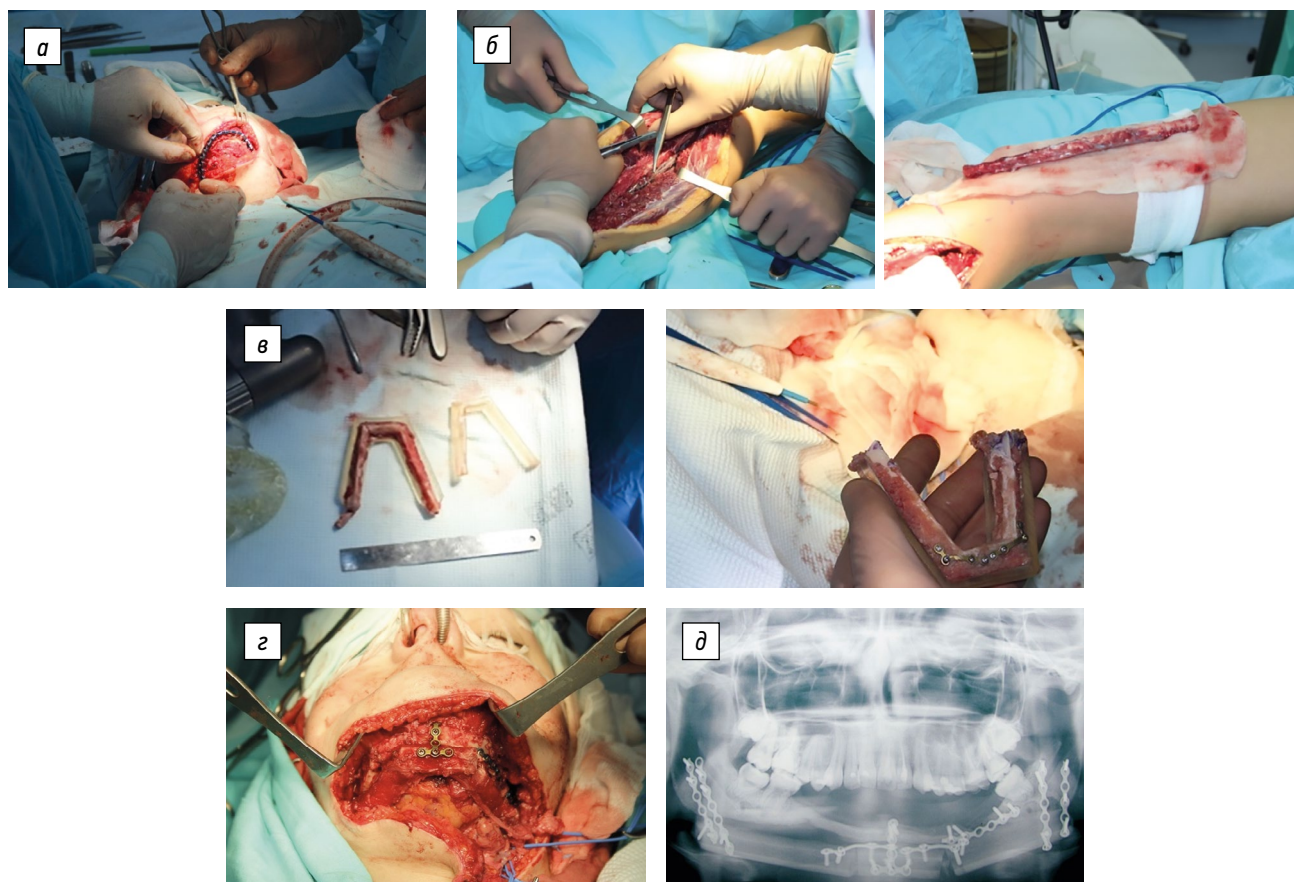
Пациентка Б., 17 лет. Этапы операции костной пластики нижней челюсти васкуляризованным трансплантатом из малоберцовой кости (а–г), рентгенологическая картина ближайшего результата операции (д)
